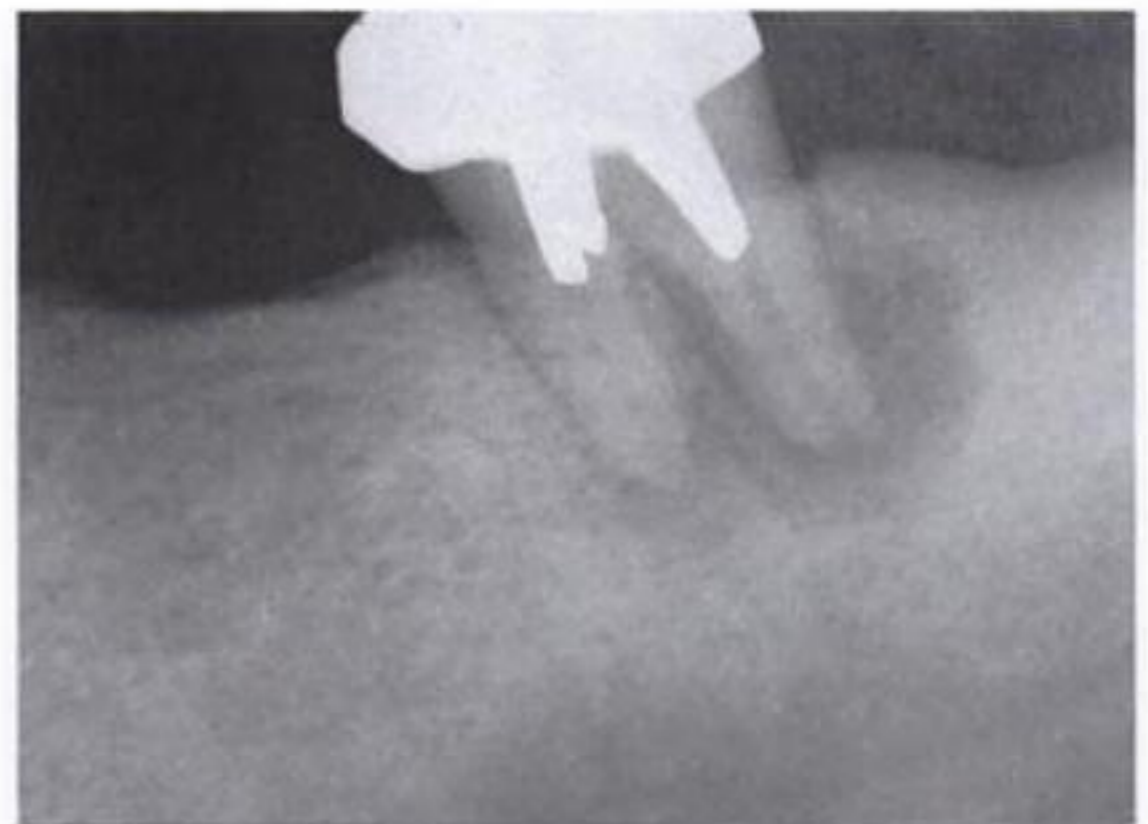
Lesión periapical del 37 con restauración protésica y único elemento en la arcada: no está indicada su recuperación.
